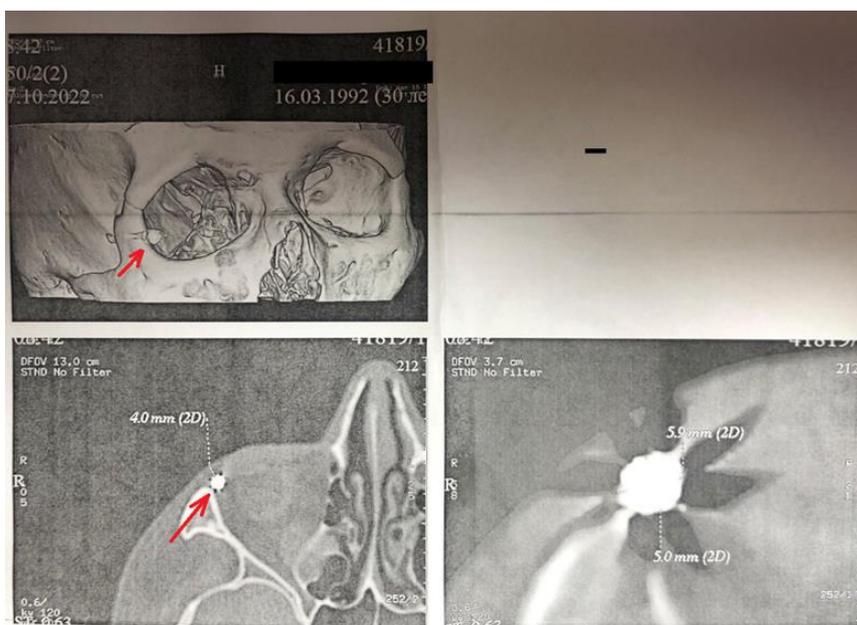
КТ орбиты. Инородное тело правой орбиты округлой формы диаметром 4 мм предположительно металлической плотности, по локализации не достигающее до фиброзной капсулы глазного яблока, экссудация в полости гайморовой пазухи справа
